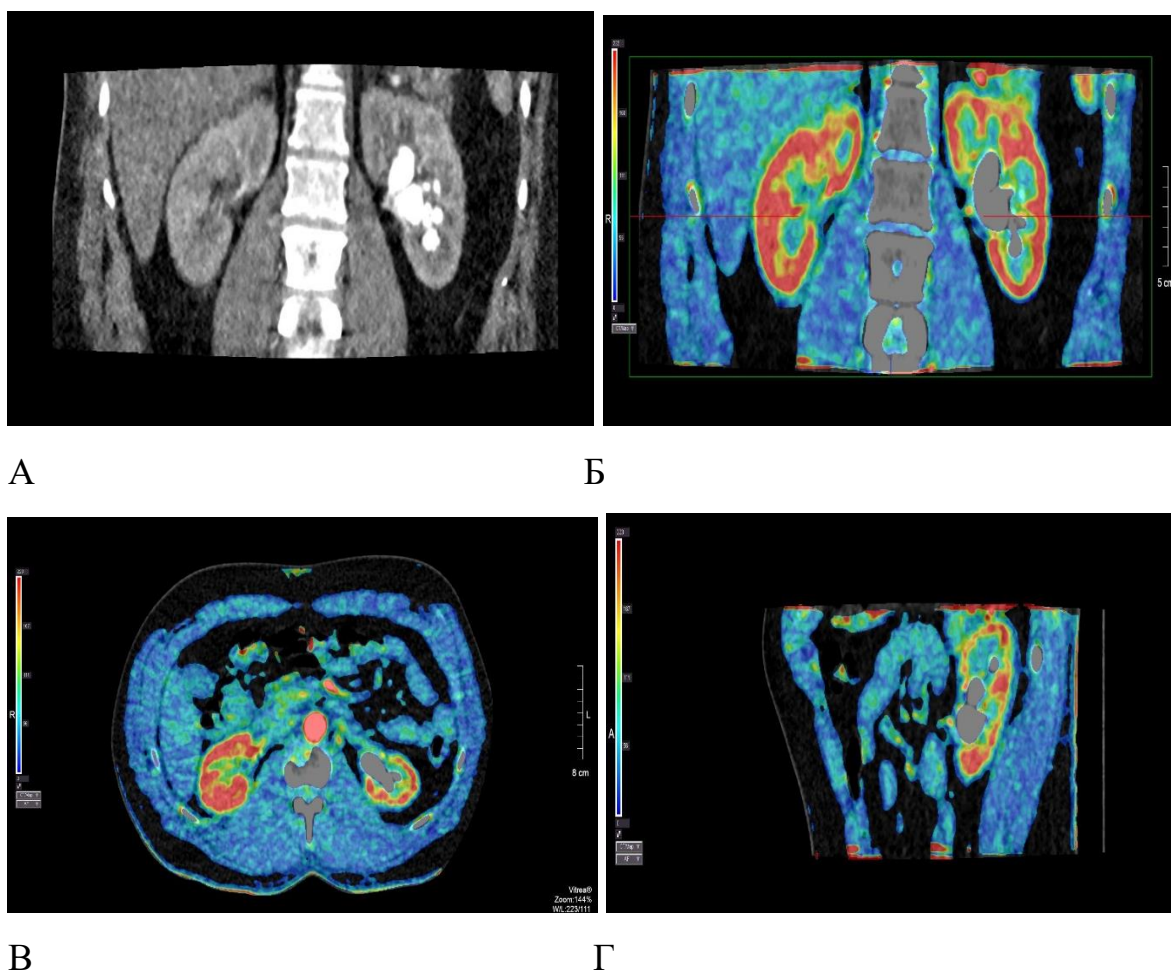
Пациент Ф., 44 г. МСКТ (А) и КТ-перфузия (Б-Г) почек с КК камнем левой почки. А – при нативном КТ исследовании в коронарной плоскости определяется крупный полный коралловидный конкремент левой почки. Б-Г – перфузионные карты почек. Определяется снижение АФ коркового и мозгового слоя левой почки. Показатели перфузии правой почки – без изменений
